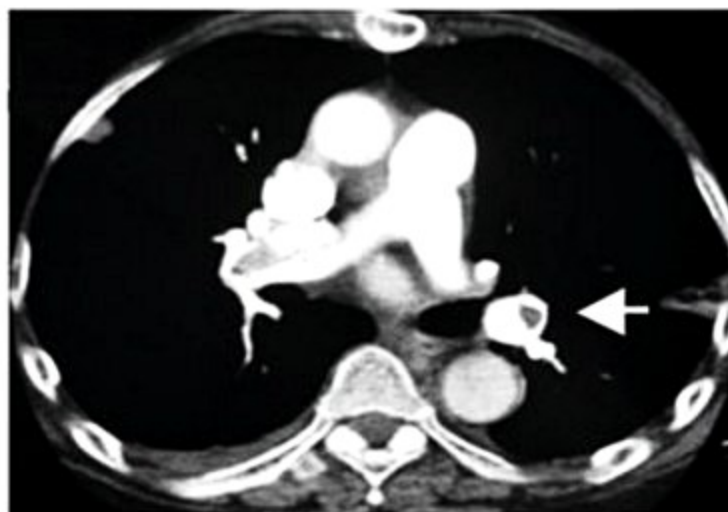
Angiotomografia de tórax. A seta aponta uma falha de enchimento em um acompanhamento da artéria pulmonar. Distal à obstrução, observa-se uma pequena área de infarto pulmonar.
